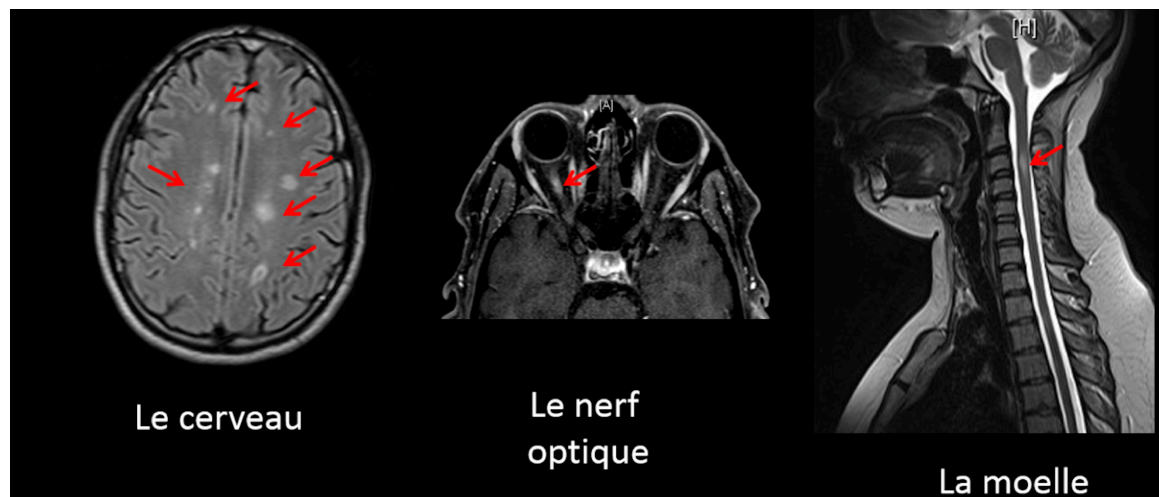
Exemples d'atteintes de sclérose en plaques en IRM
